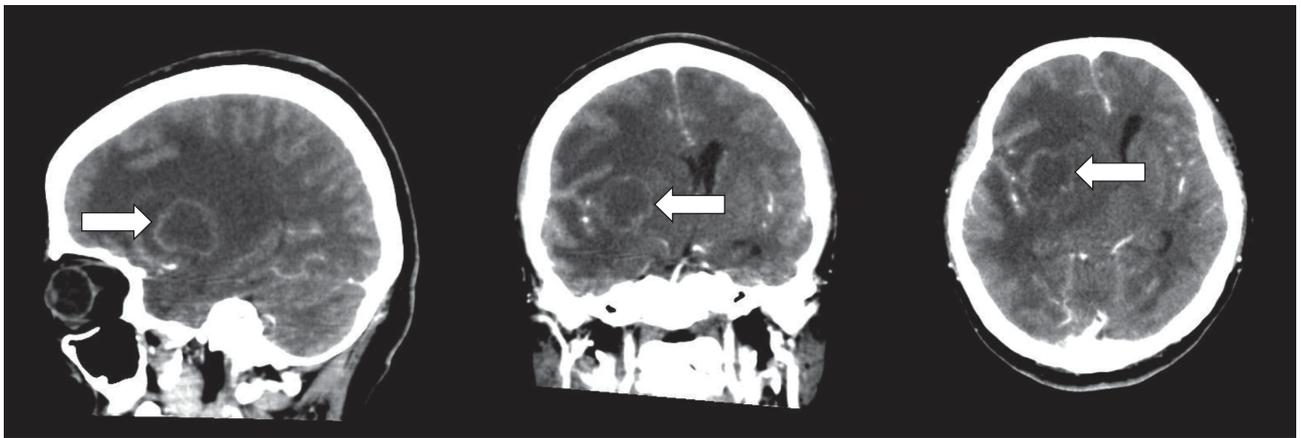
Tomografía cerebral contrastada en corte sagital, coronal y axial respectivamente. Muestra lesión isodensa de 30 x 25 mm, con realce periférico con el contraste en lóbulo parietal derecho con edema perilesional extenso (flechas).
